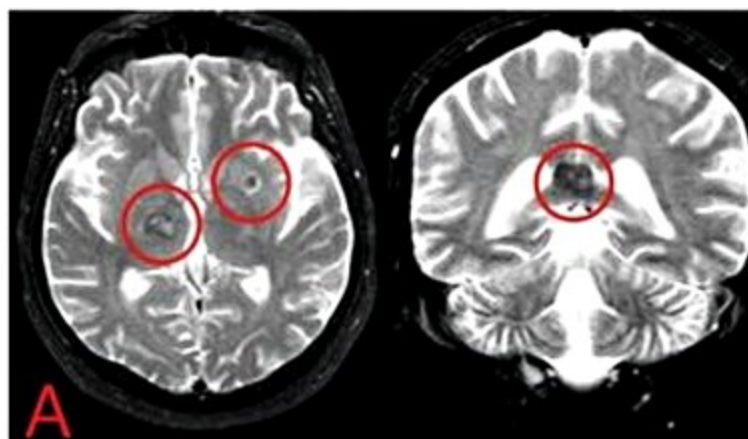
Exames de RM de encéfalo (A) e TC do tórax (B) do mesmo paciente da Figura 26, mostrando sinais de envolvimento por doença granulomatosa no encéfalo (círculos em A) e parênquima pulmonar. Posteriormente o paciente teve o diagnóstico confirmado por biópsia de lesão mucosa.
